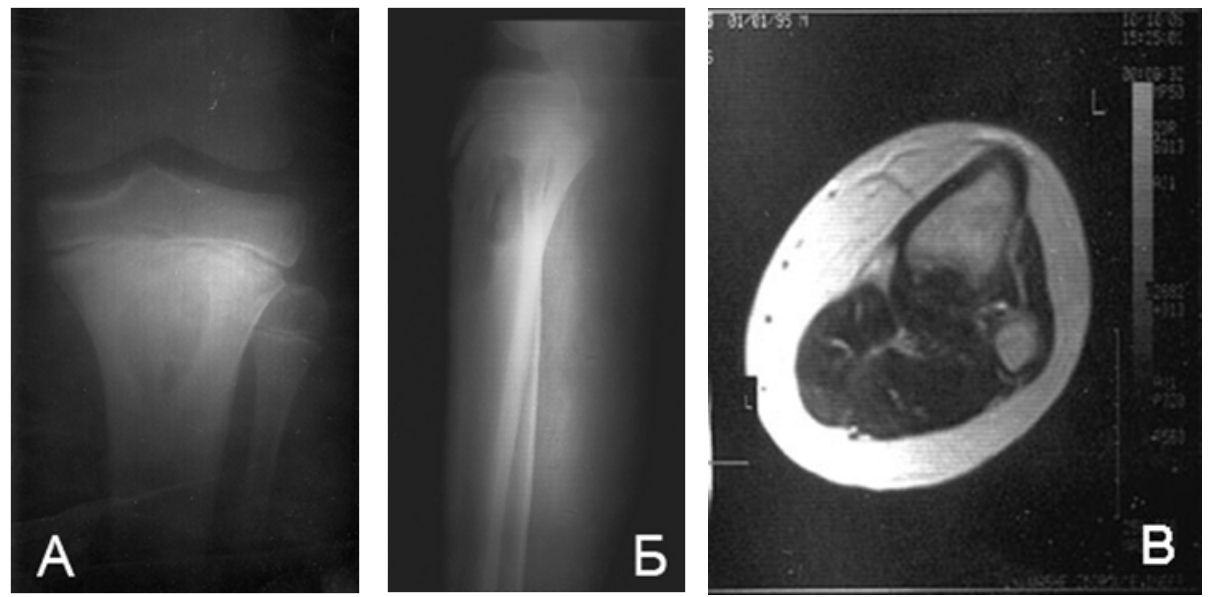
Рентгенограмма и МРТ ребенка С., 11 лет, история болезни № 9860, DS: Фиброзная дисплазия верхней трети левой большеберцовой кости
